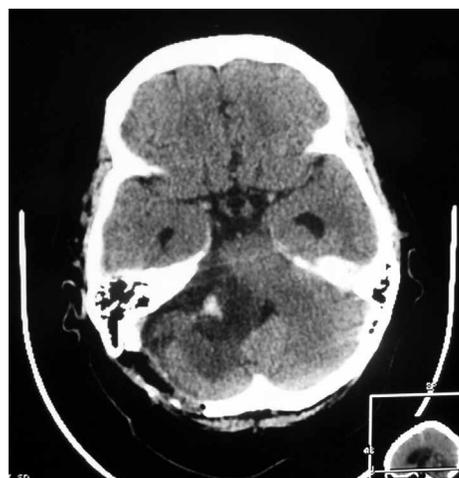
МСКТ головного мозга пациентки на 1-е сутки после удаления гигантской вестибулярной шванномы справа. Figure 1. CT scans of patient after giant vestibular schwannoma removal. 1 day.
